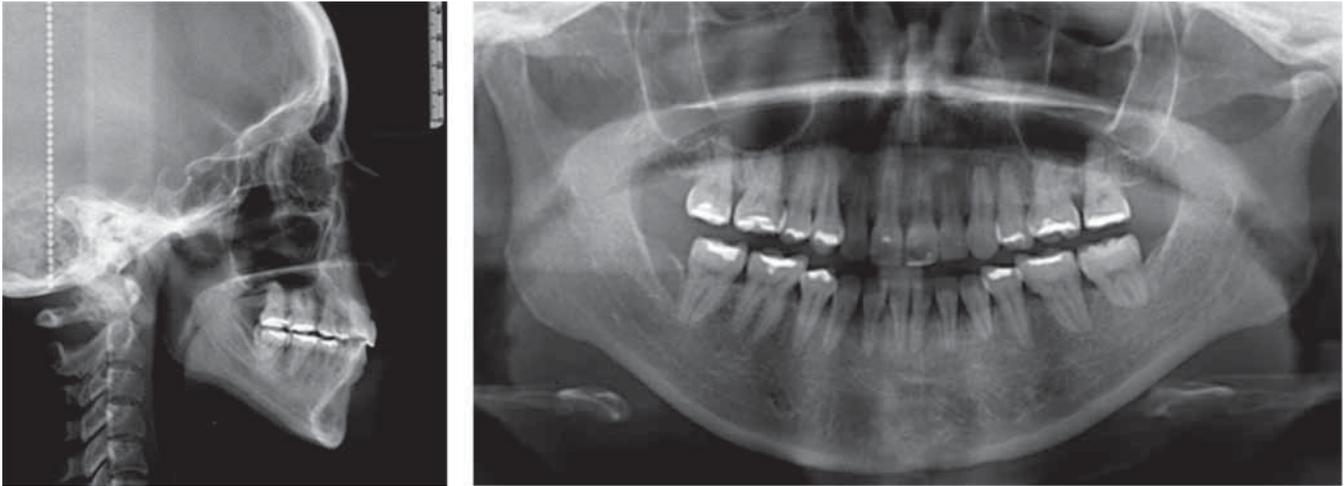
Ortopantomografía y Lateral de cráneo finales. Se aprecia un adecuado paralelismo radicular en el tercer molar inferior izquierdo.
